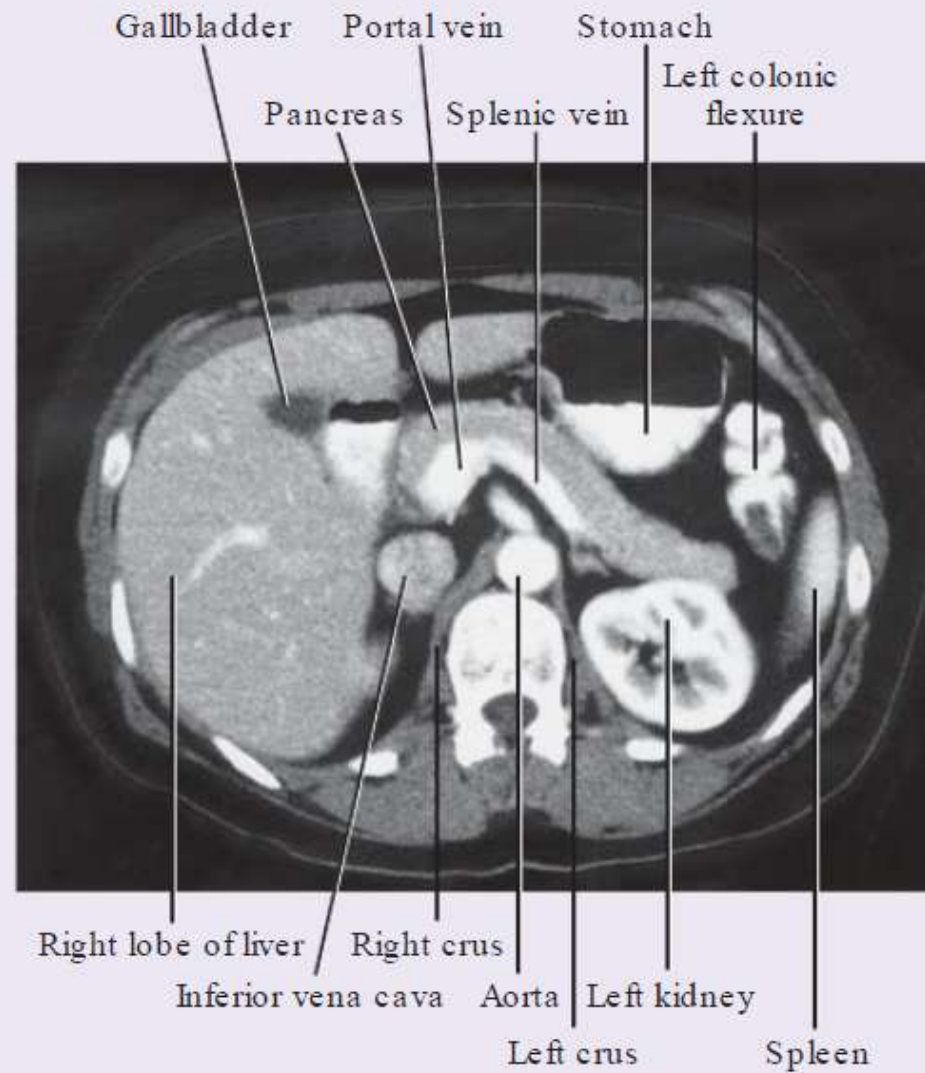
Abdominal computed tomogram, with contrast, in the axial plane.
